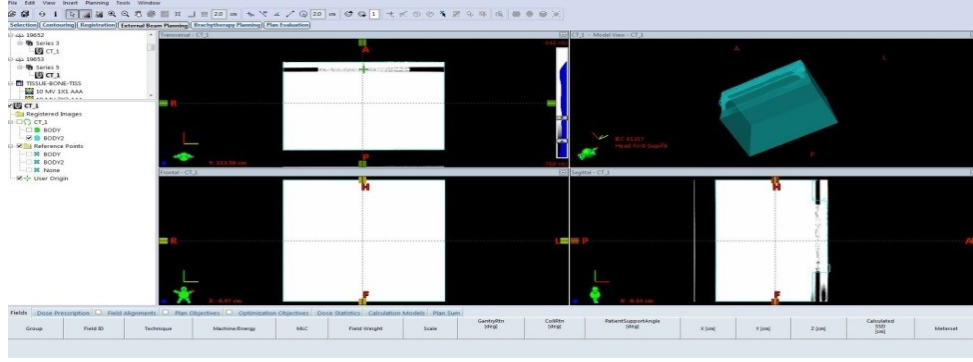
Akciğer fantomu (Blok mantar), TPS'e yüklenen CT dataları
